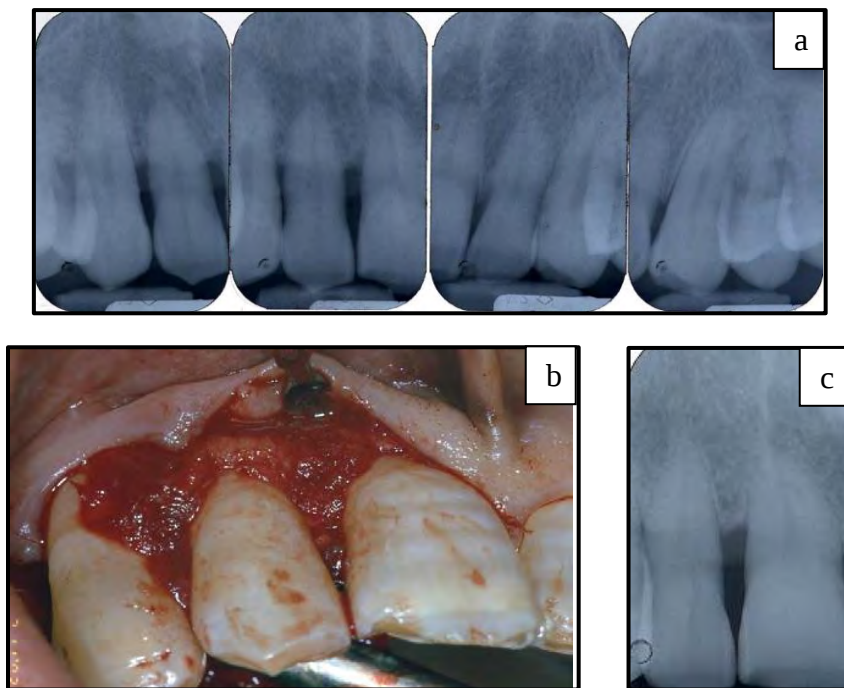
a) Radiografía preoperatoria, b) Injerto de hueso autólogo mezclado con Hyaloss matrix® c) Radiografía de seguimiento, 24 meses después de la cirugía.⁴⁰
